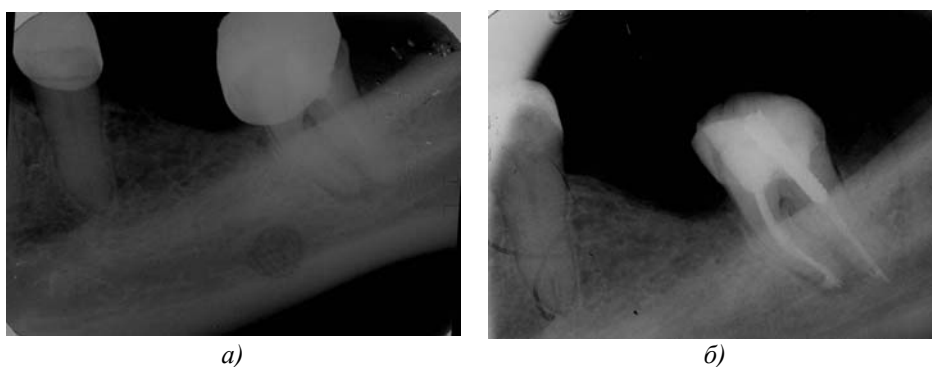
Рентгенологический контроль эндодонтического лечения, зуб 3.7:
